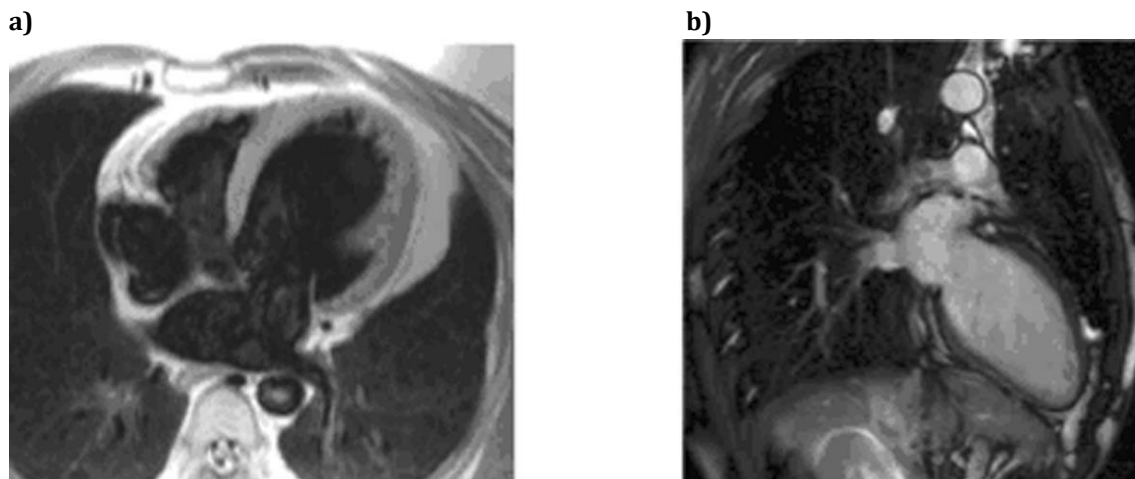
transaxiale (a) und vertikale (b) MRT-Bildgebung des Herzens, Entnommen aus dem Studien-Manual der ETiCS-Study. Mit freundlicher Genehmigung des Studienkoodinators (Prof. Dr. R. Jahns).
